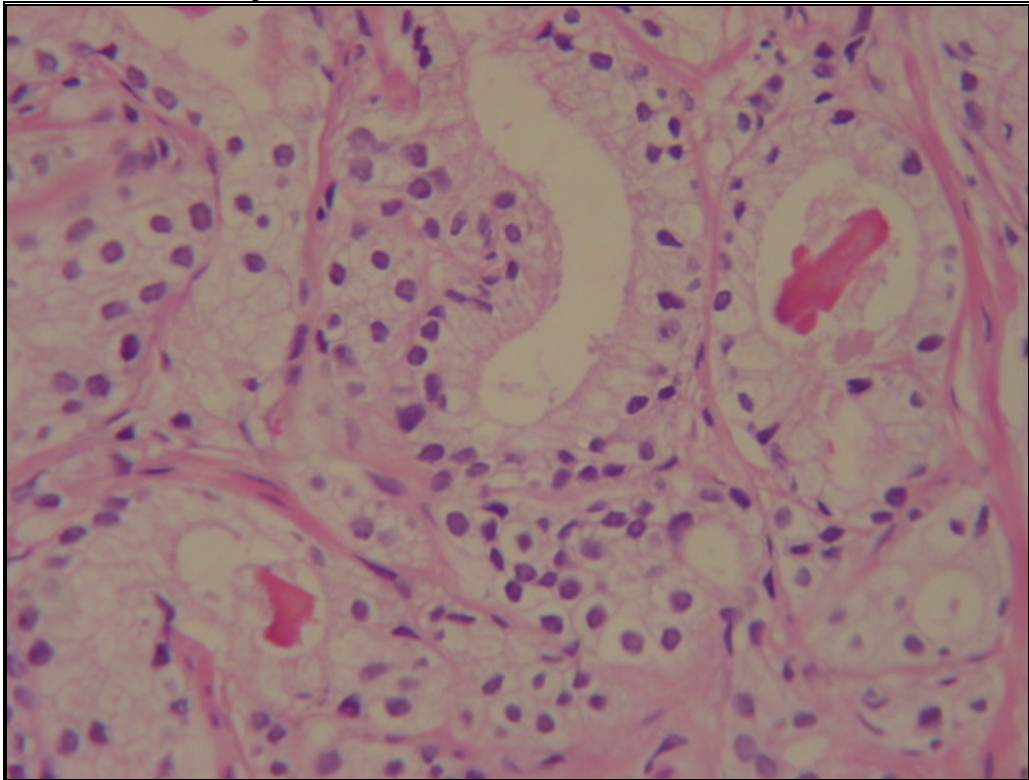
ASPECTO HISTOLÓGICO DE NEOPLASIA DE GRAU 1 PELA CLASSIFICAÇÃO DE GLEASON
